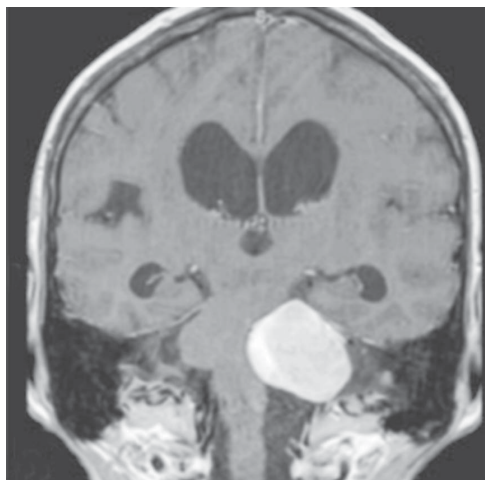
Пациентка 57 лет, вестибулярная шваннома слева. Магнитно-резонансная томография (M. Sorour, 2015)
